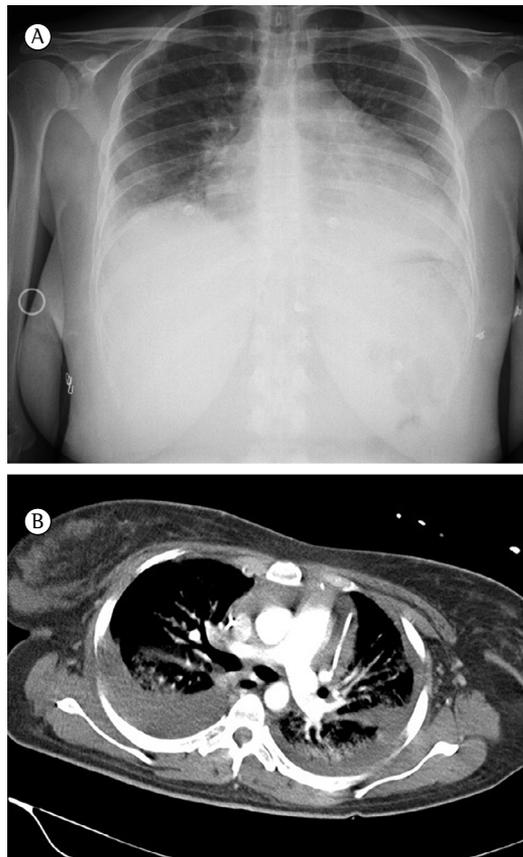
Em A, radiografia de tórax mostrando aumento da área cardíaca e opacidades pulmonares bilaterais; em B, TC de tórax mostrando derrame pleural bilateral, derrame pericárdico abundante e opacidades alveolares bilaterais.
